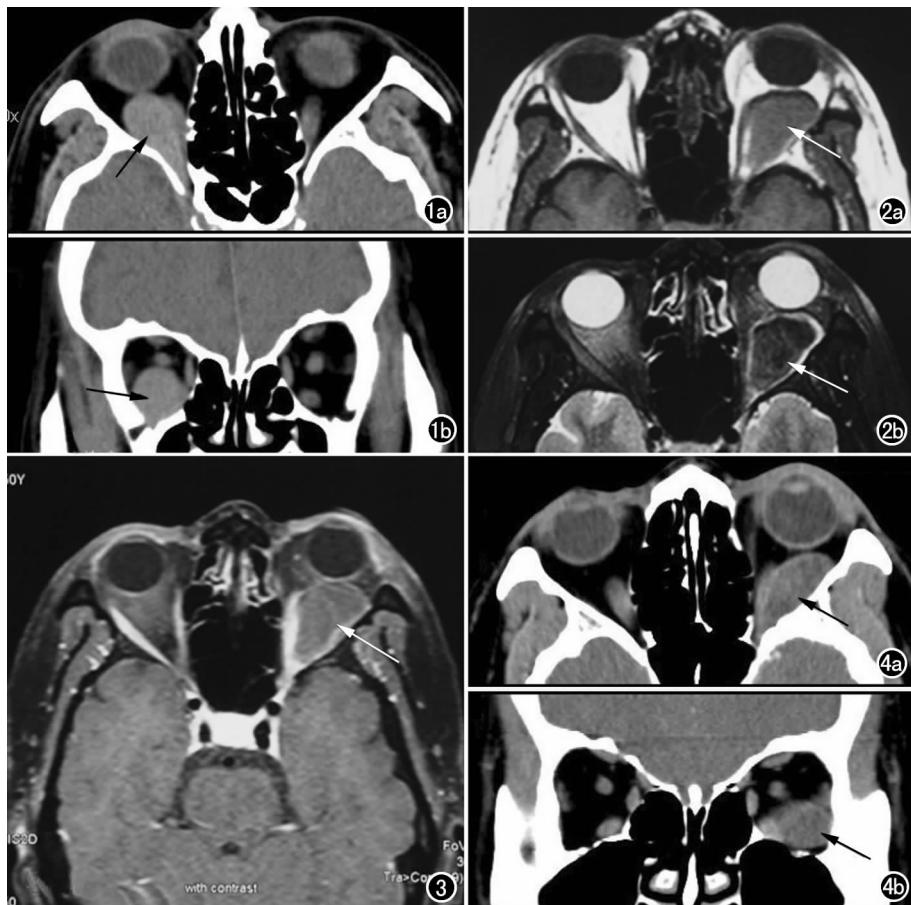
眶下裂后缘血肿。发病后 3 天 CT 检查,示右眼眶肌锥内外下象限锥形稍高密度软组织占位(箭),下直肌受压向内移位,视神经略受压向上移位。a) 轴面; b) 冠状面。
